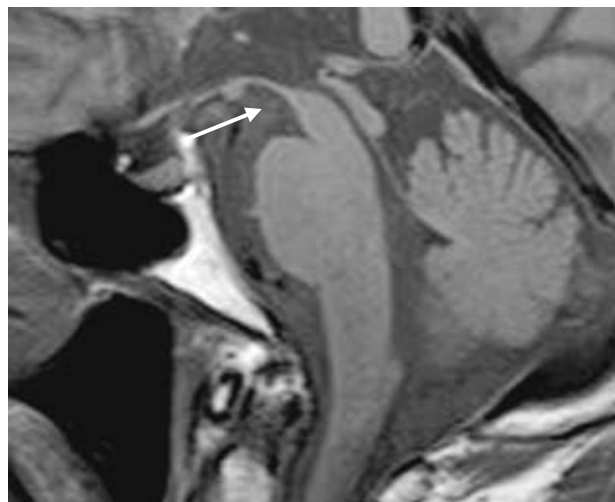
脳幹部MRI正中矢状断. T1強調画像 (sagittal, 0.5T; TR 500 ms, TE 10 ms)
